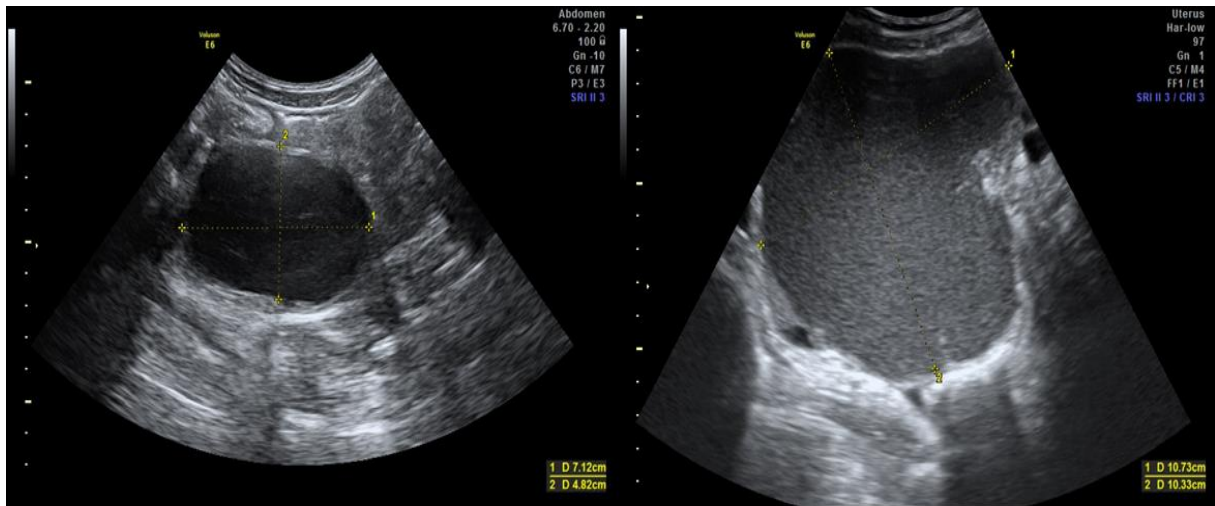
Images échographiques chez une patiente de 42 ans, souffrant de douleurs pelviennes chroniques, mettant en évidence des formations ovariennes bilatérales, de taille variable, kystiques, à contenu finement échogène homogène en rapport avec des endométrïomes.
